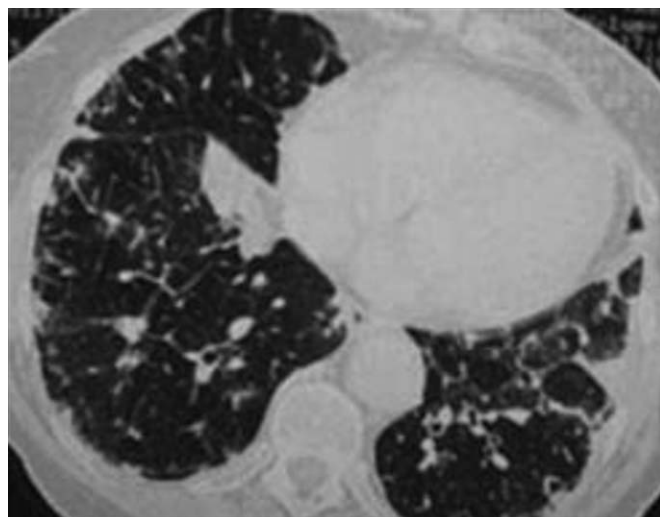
TIPMP dégénérée avec métastases pulmonaires. TDM. Aspect de lymphangite carcinomateuse diffuse.
